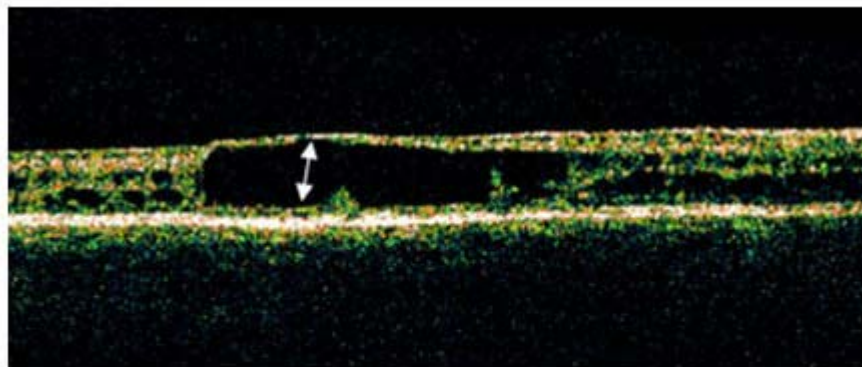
Tomografía de coherencia óptica del ojo derecho. Separación de la retina interna a nivel de la capa de fibras nerviosas y edema macular quístico.
